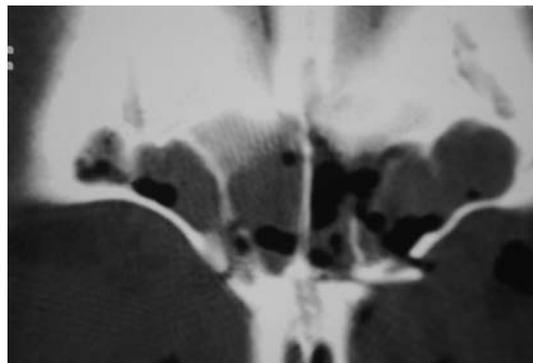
TC en corte coronal. Fractura baja de la pared anterior de los dos senos frontales con afectación del conducto nasofrontal.
